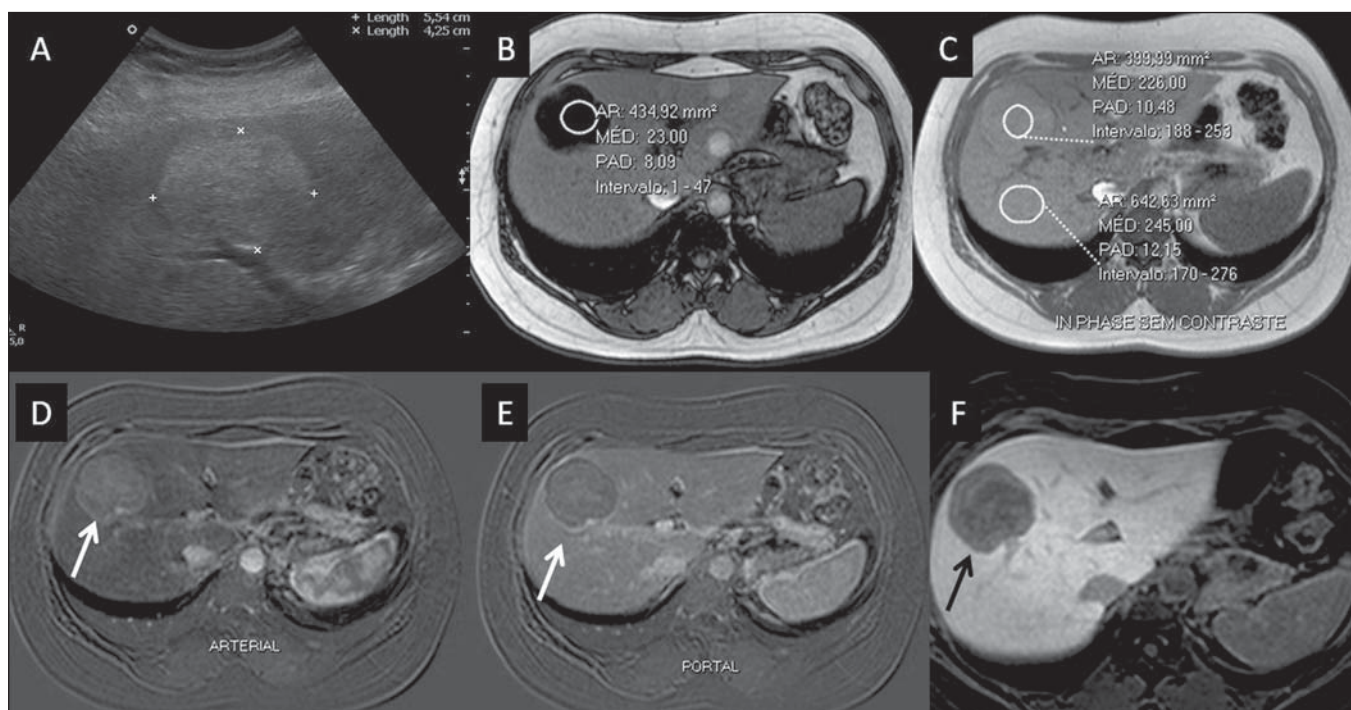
Adenoma hepático (diagnóstico baseado em análise histológica pós-punção percutânea). Na US observa-se massa com 5,0 cm de diâmetro, hiperecogênica e homogênea (marcada com caliper) (A). Na imagem de RM fora de fase (B) nota-se queda de sinal quando comparada com a imagem em fase (C), indicando componente adiposo intracelular. Após injeção intravenosa do ácido gadoxético, com técnica de subtração, observa-se lesão (setas) com discreto realce na fase arterial (D), imperceptível na fase portal (E) e sem captação na fase hepatobiliar (F).
